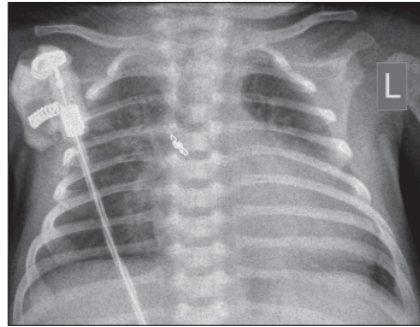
Рентгенологічне обстеження перед випискою пацієнта
